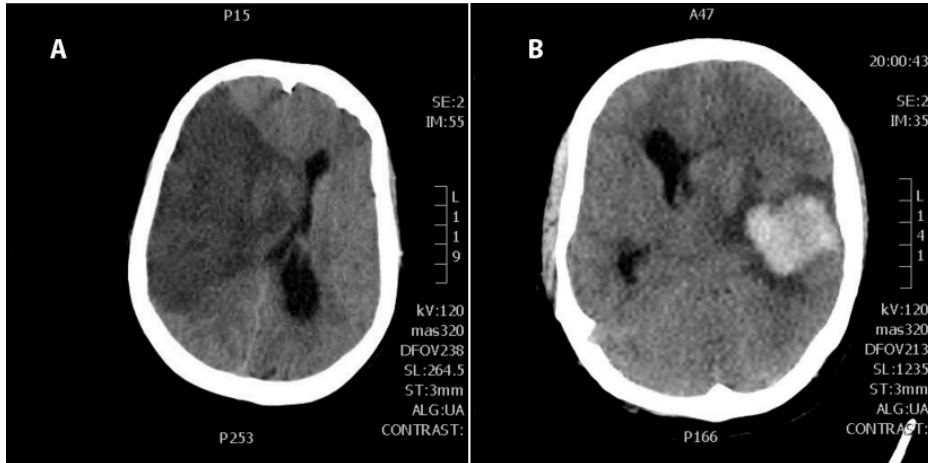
1. (A) TC cerebral donde se muestra imagen de isquemia. (B) TC cerebral con imagen de hemorragia.
